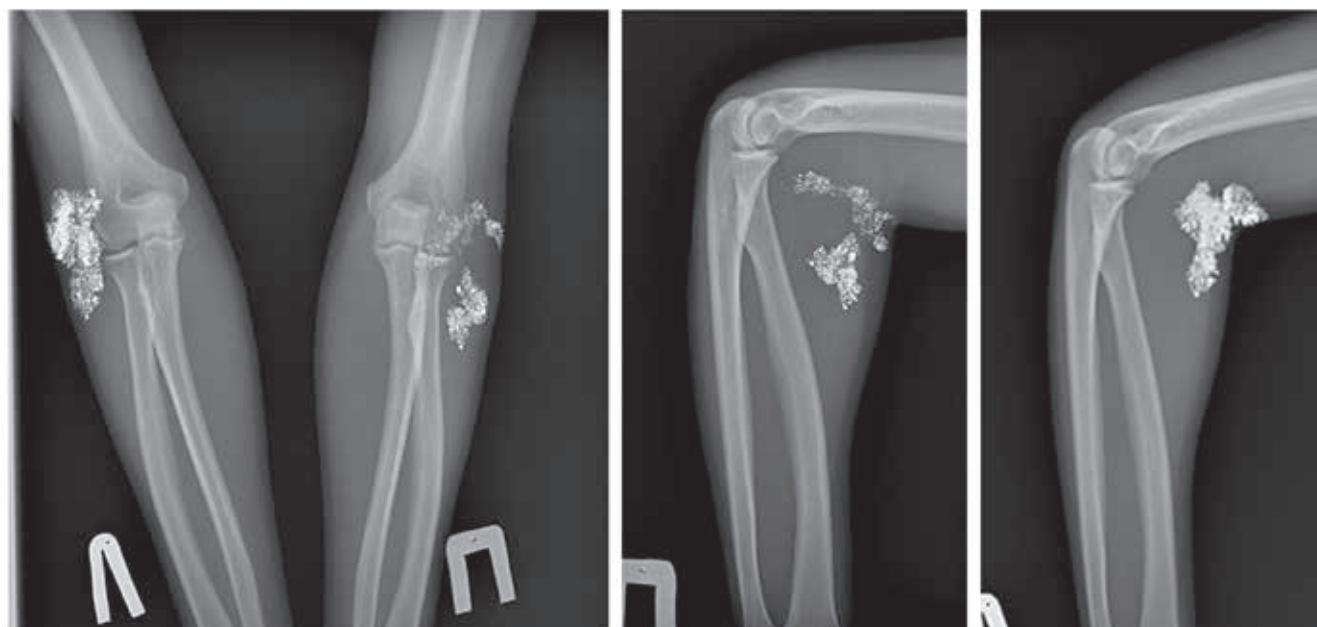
Пациент С., 24 лет. Рентгенограммы локтевых суставов с инородными телами в периартикулярных мягких тканях.
